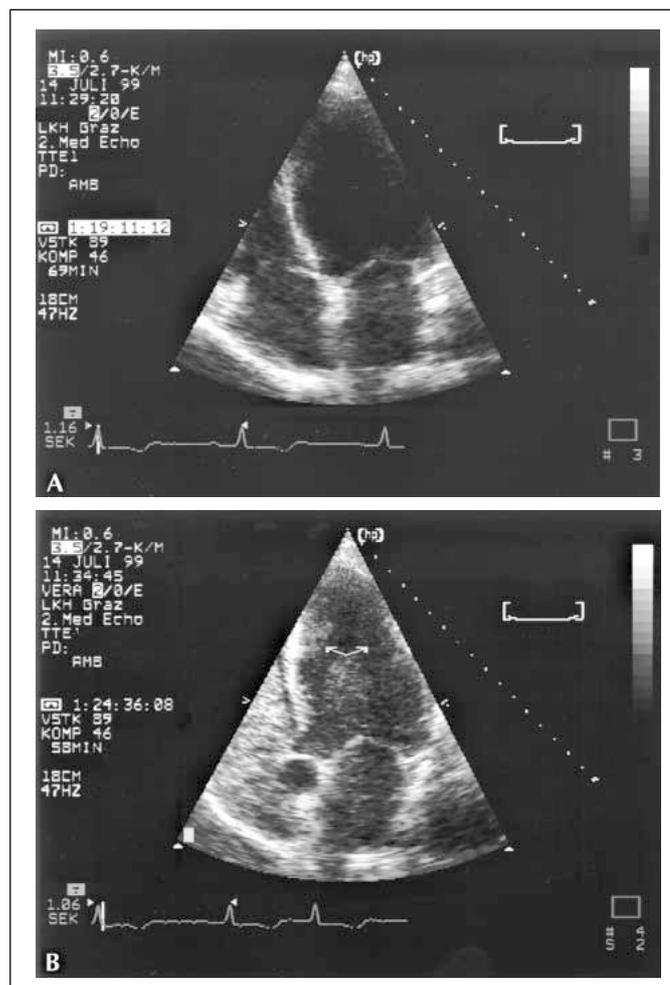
Apikaler Vierkammerblick im transthorakalen Echokardiogramm. In der herkömmlichen Studie (2A) läßt sich das Endokard v. a. im Bereich der Herzspitze nicht optimal darstellen. Nach Applikation eines lungengängigen Kontrastmittels (Laevovist®, Schering) (2B) zeigen sich die hypertrophierten Segmente im apikalen Bereich (Pfeile) deutlich.
